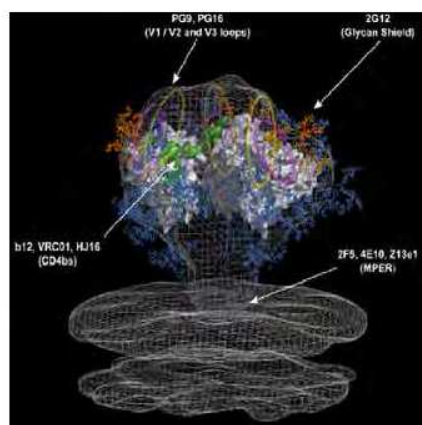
Epitope modeling of HIV-1 trimer-specific neutralizing antibodies. The above model is adapted from a recent cryoelectron tomographic structure of the HIV-1 trimer (Liu et al., 2008; Schief et al., 2009). The crystal structure of the b12-bound monomeric gp120 core has been fitted into the density map (Zhou et al., 2007). The V1/V2 and V3 loops, which are not resolved in the structure, are represented as yellow and magenta ovals, respectively. The red structure located above the trimer is representative of a human IgG1 molecule. The approximate locations of the epitopes targeted by the existing N Abs are indicated with arrows. Carbohydrate chains are shown in blue, and the oligomannose cluster targeted by mAb 2G12 is shown in orange (Walker and Burton, 2010)
